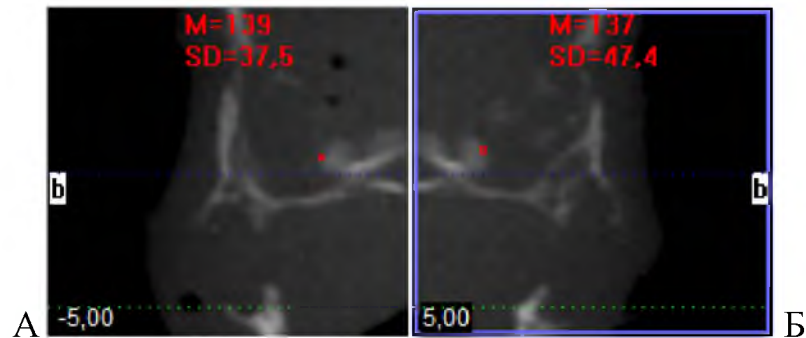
Щільність правої (А) і лівої (Б) половин леміша плода 320,0 мм ТПД. Томограма. Сагітальні зрізи
